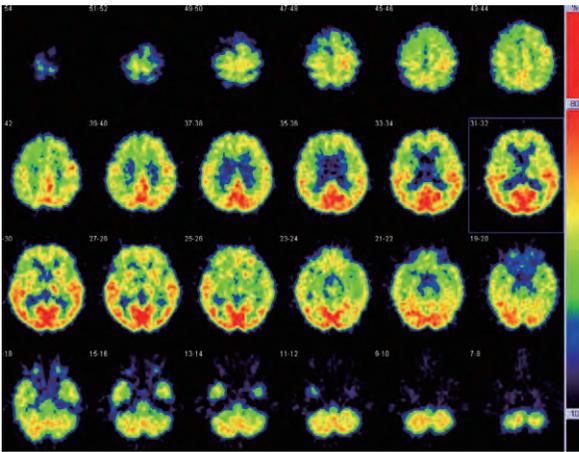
脳のFDG-PET通常画像：両側前頭葉，右視床に集積低下を認めたが，脳幹部，小脳の低下は認めなかった。
